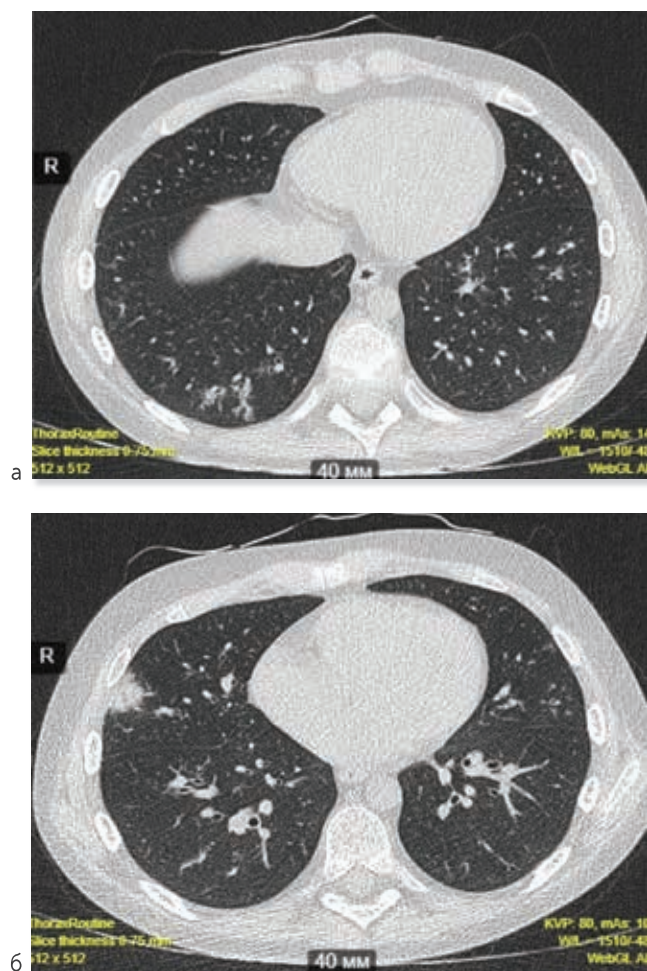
КТ органов грудной клетки в дебюте ИА легких
